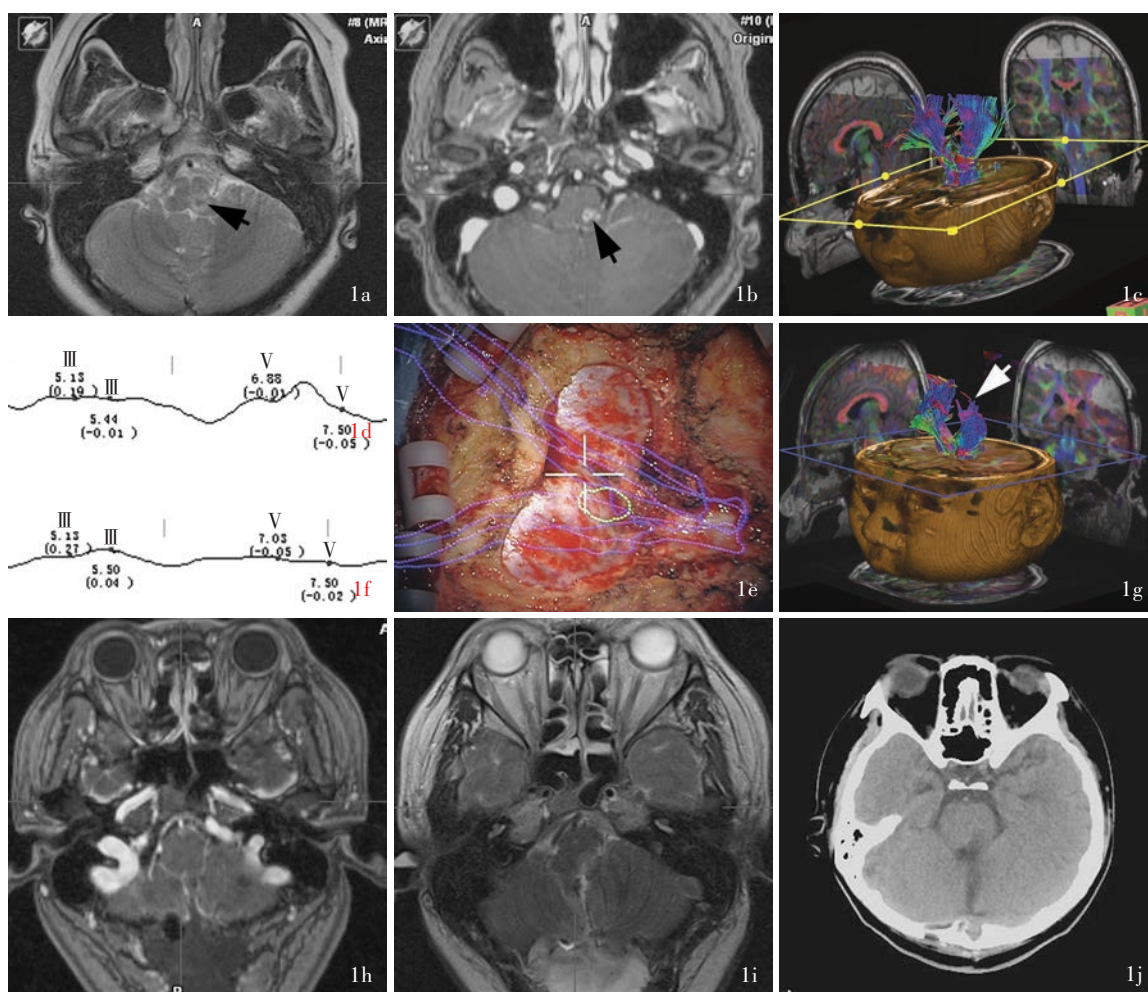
头部影像学 and 电生理学检查所见 1a 术前横断面 T₂WI 显示,延髓背侧偏左高信号影(箭头所示) 1b 术前横断面增强 T₁WI 显示,延髓背侧偏左混杂信号影(箭头所示) 1c 术前 DTI 显示,锥体束体积和走行均正常 1d 术前脑干听觉诱发电位显示波形略差,Ⅲ波未引出(潜伏期为 5.13 和 5.44 ms,波幅为 0.19 和 -0.01 μV) 1e 术中去除骨瓣,根据术前 DTI 在硬脑膜上的投影确定运动传导束(蓝色区域所示)和感觉传导束(紫色区域所示)与病变(绿色区域所示)的毗邻关系 1f 术中脑干听觉诱发电位显示,Ⅲ波(潜伏期为 5.13 和 5.50 ms,波幅为 0.27 和 0.04 μV)和 V 波(潜伏期为 7.03 和 7.50 ms,波幅为 -0.05 和 -0.02 μV)均未引出 1g 术中 DTI 显示,左侧锥体束体积较术前明显减少(箭头所示) 1h 术中横断面增强 T₁WI 显示,病变全切除,术区无出血 1i 横断面 T₂WI 显示,病变全切除,术区无出血 1j 术后复查 CT 显示,病灶切除,术区周围未见出血和脑水肿
